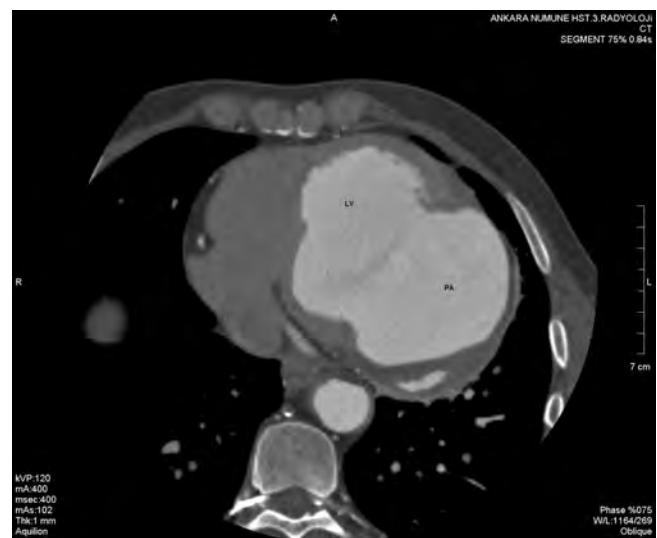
Multiplanar reformatted image of the giant pseudoaneurysm on cardiac multidetector computerized tomography.
